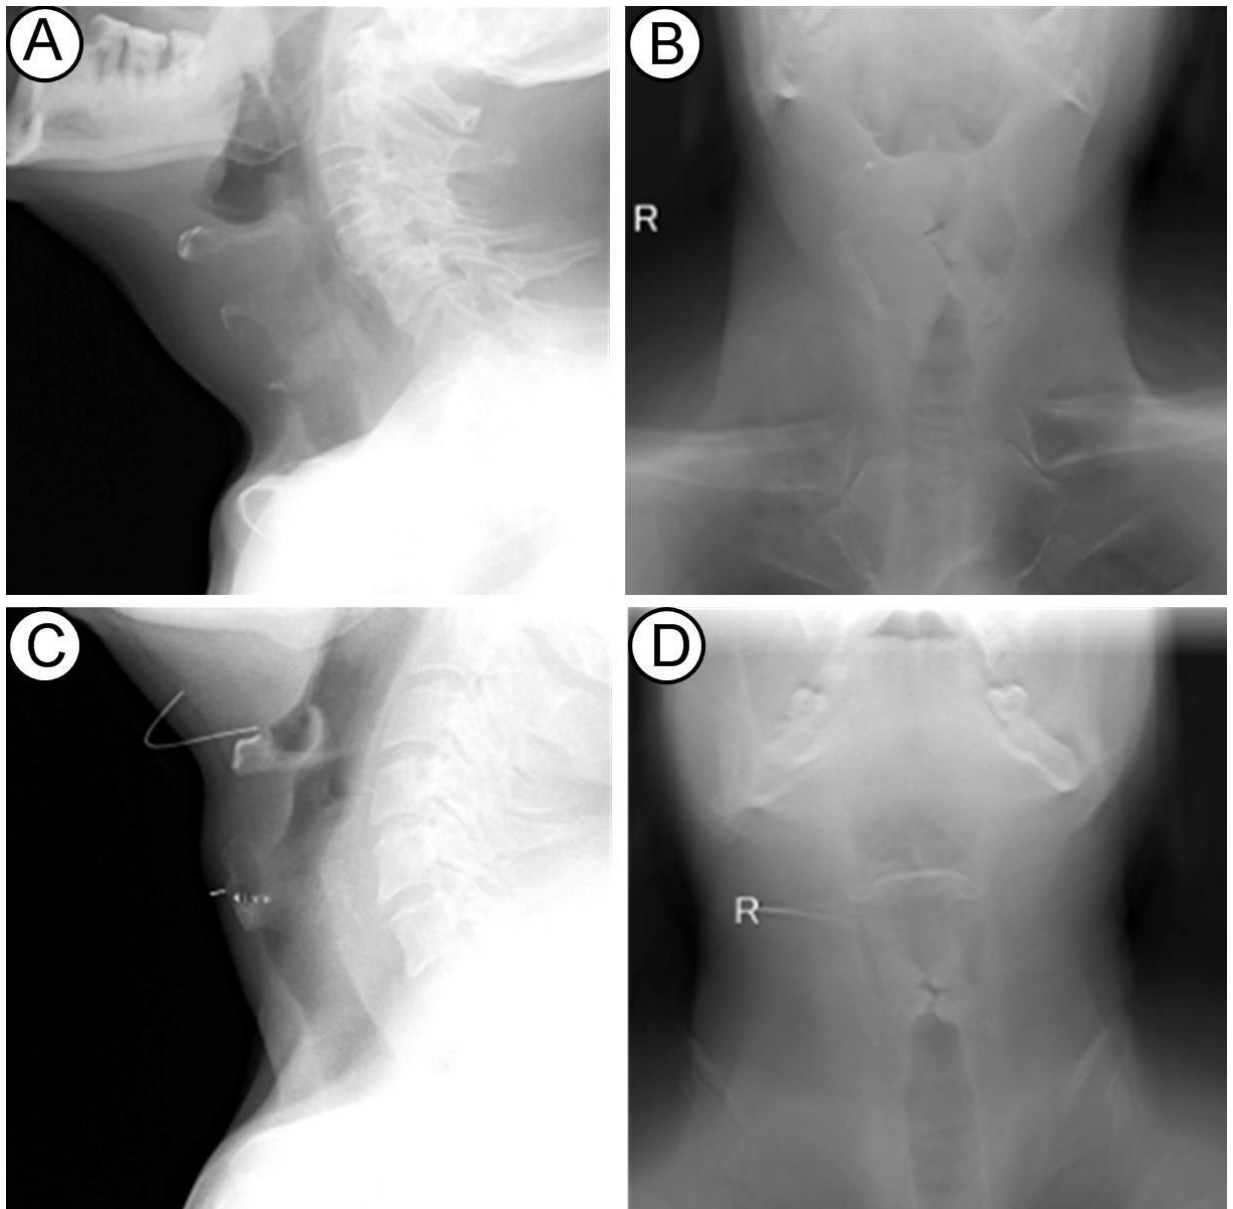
Imagini Radiografice laterale a laringelui și Tomograma lineară la pacientul T (A, B) și pacientul M. (C, D).
